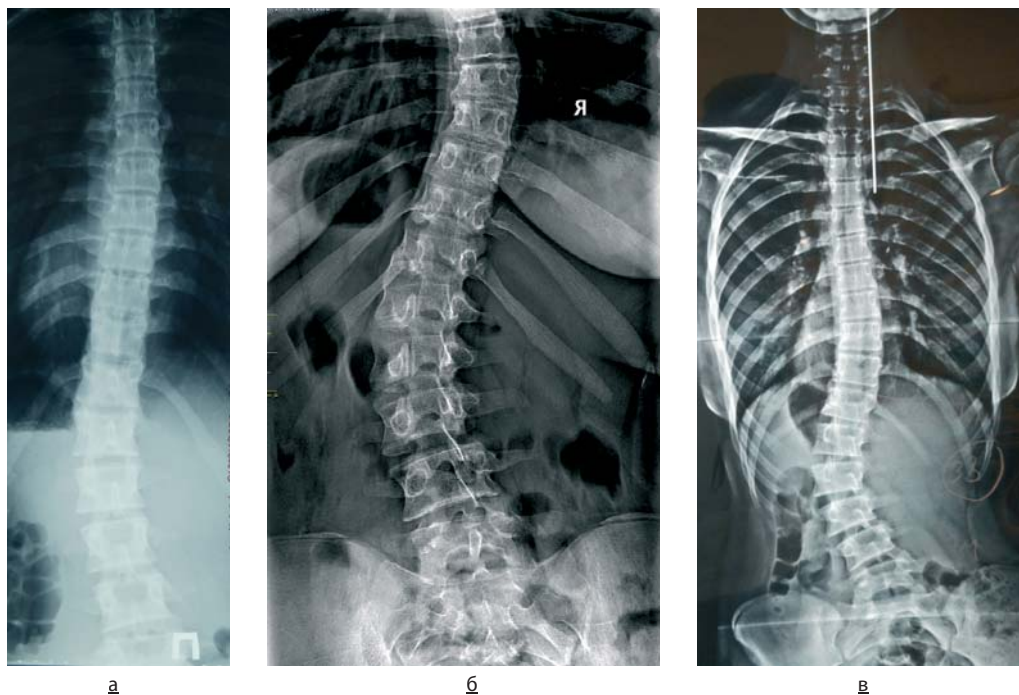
Рентгенограмма позвоночника, прямая проекция.
